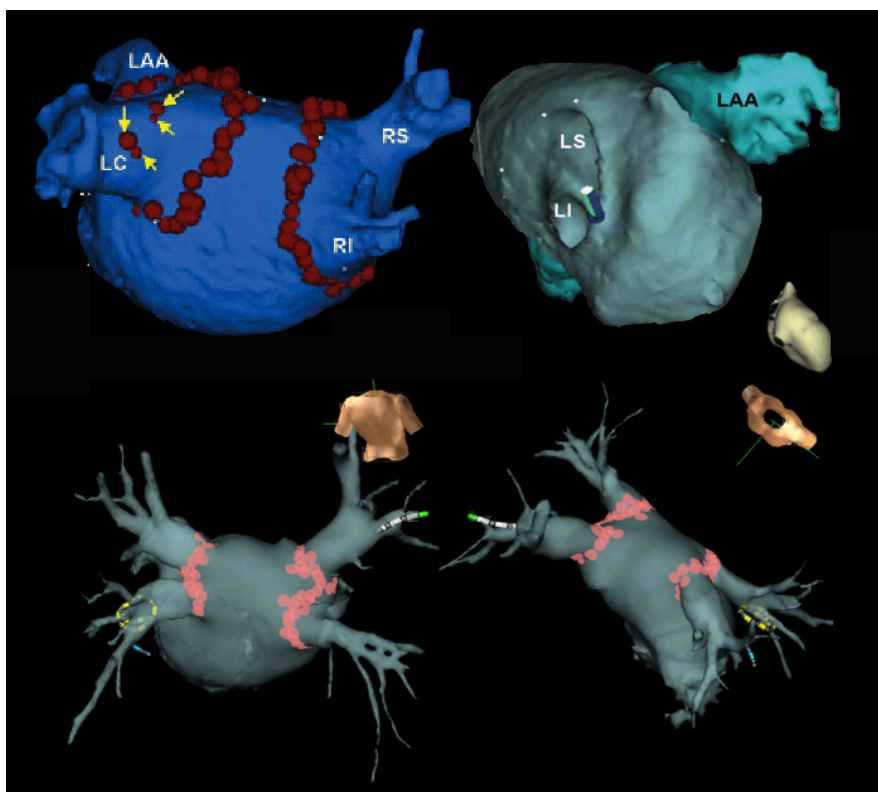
Desconexión eléctrica de las venas pulmonares (VP) guiada mediante el sistema de navegación no fluoroscópica CARTO (panel superior) y Ensite-NavX (panel inferior) y utilizando la integración de la imagen de la aurícula izquierda (AI) y de las VP obtenidas mediante tomografía computarizada multicorte. Se muestran en una proyección posterior la reconstrucción anatómica de la AI y las VP y la disposición y relación de un catéter multipolar circular (amarillo) en el interior de la VP inferior derecha (VP ID), del catéter de ablación (blanco) en la VP superior izquierda (VP SI) y de un catéter tetrapolar en el seno coronario (azul). Los círculos rosas y las bolas rojas representan posiciones previas del catéter de ablación donde se aplicó radiofrecuencia en torno a los ostia de las VP. LAA: orejuela izquierda; LI, LS: vena pulmonar inferior y superior izquierda; RS, RI: vena pulmonar superior e inferior derecha.
